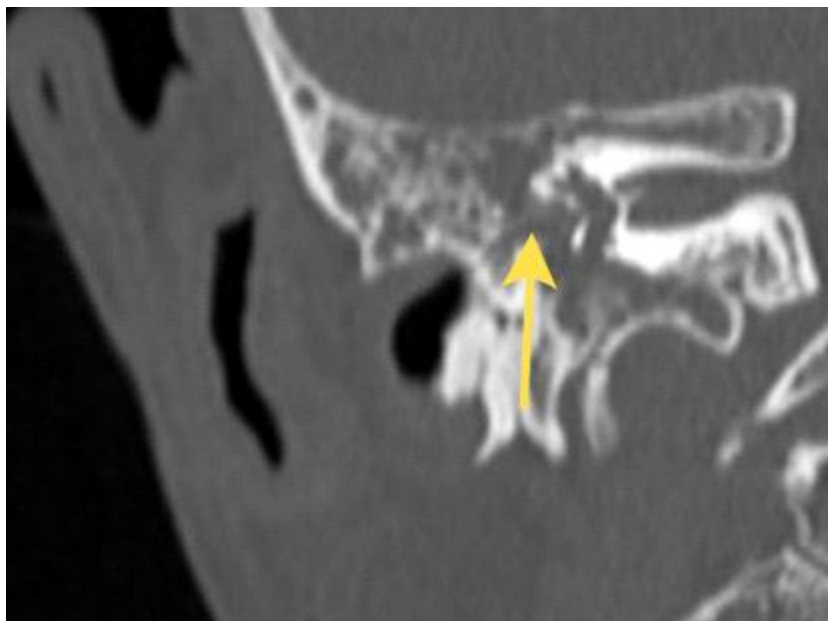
КТ височных костей в коронарной проекции. Окна преддверия и улитки правой височной кости блокированы гомогенным мягкотканым компонентом (Плотность 56-59 ед.Н). (указано стрелкой).
